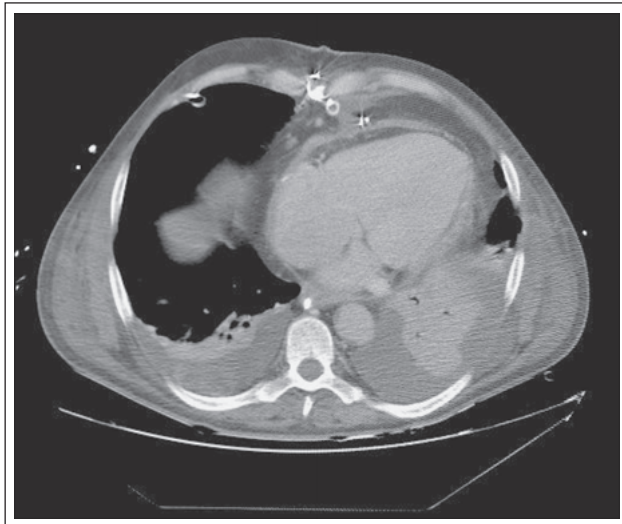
Thorax-CT des Patienten mit zirkumferentem Perikarderguss und Pleuraergüssen beidseits.
